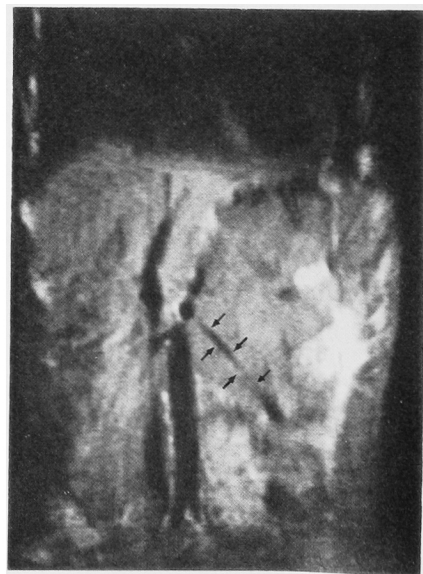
MRI before therapy. The tumor is involving the left renal artery (arrows), suggesting a soft tissue tumor such as malignant lymphoma.
